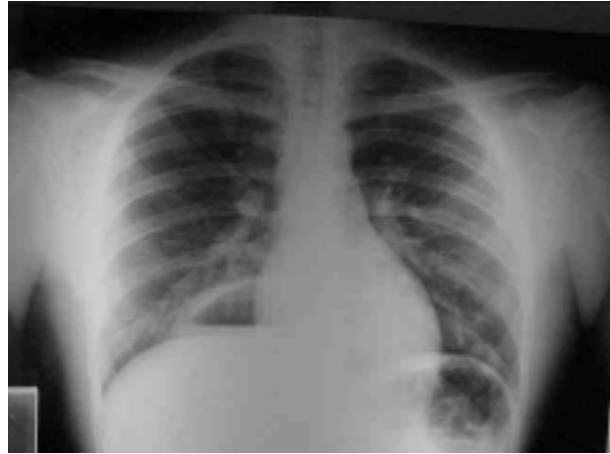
Radiografía de tórax frente al inicio.
